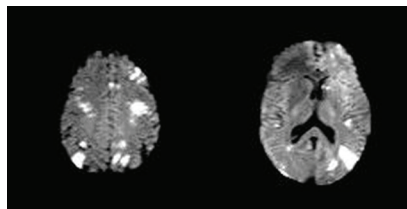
Resonancia nuclear magnética con difusión en agudo: Lesiones múltiples cortico-subcorticales, en distintos territorios vasculares carotídeos y vertebrobasilares.
